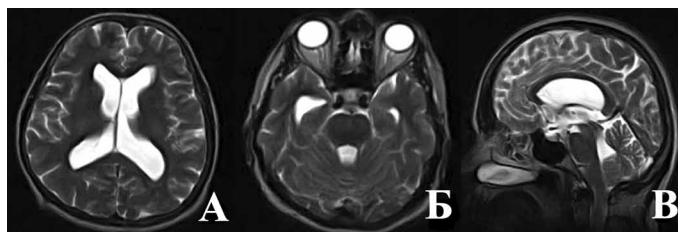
Общие характеристики МРТ головного мозга пациента с идиопатической обструкцией выходных отверстий IV желудочка после операции. А — аксиальная томограмма в T2: желудочки мозга стали меньше, САП-К стали четко выражены. Б — аксиальная томограмма в T2 показывает уменьшение IV желудочка. В — сагиттальная томограмма в T2 3D CUBE: артефакт от пульсации ликвора по вентрикулостоме III желудочка, премамиллярная мембрана находится в нормальном положении, размеры IV желудочка близки к нормальным, миндалины мозжечка подтянулись в полость черепа.
